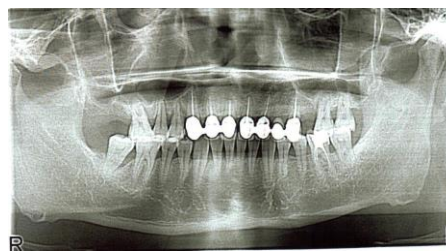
Панорамная рентгенограмма того же пациента через 11 мес. после лечения
